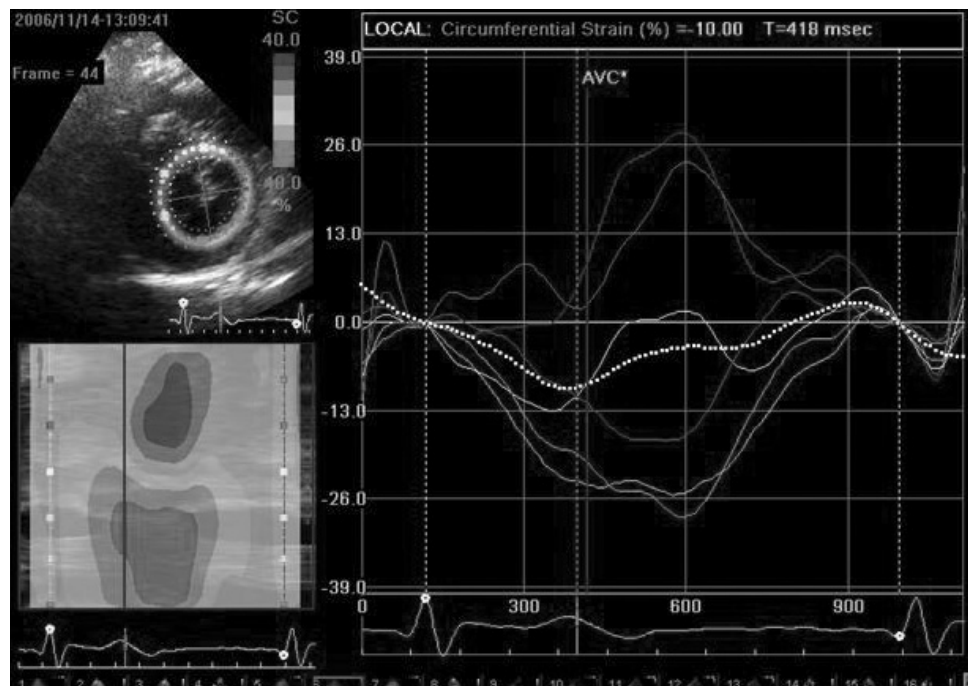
Клинический пример больной ГКМП. Использован Two dimension ultrasound speckle tracking imaging. В режиме Circumferential Strain выявлена диссинхрония левого желудочка
